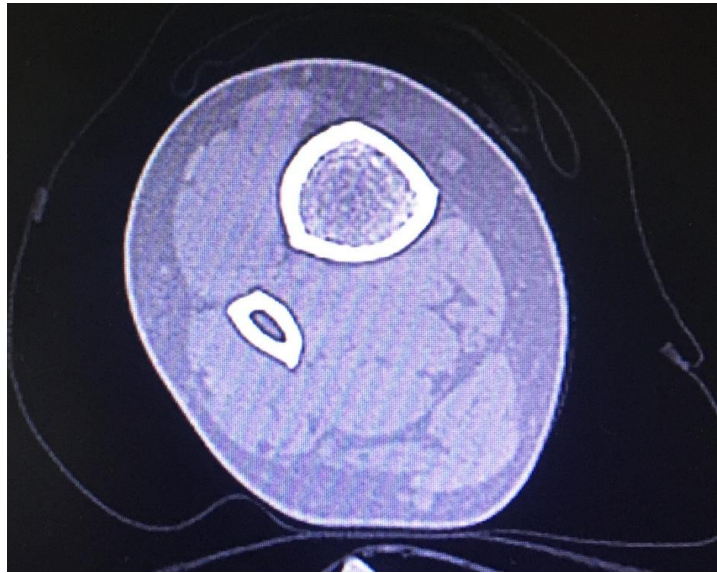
Рентгеновская компьютерная томография. Жировой тип культи. Отмечается выраженное уменьшение окружности конечности на стороне ампутации.
